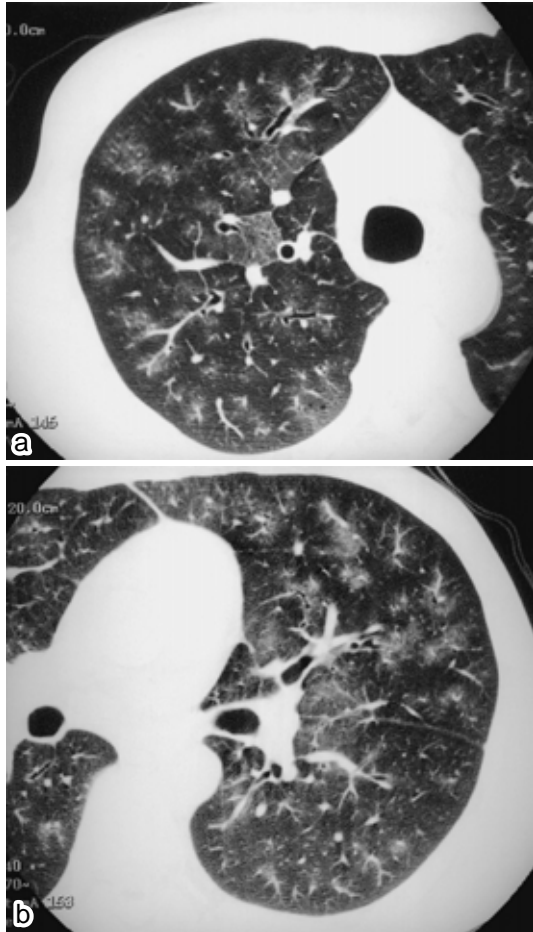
Chest HRCT on admission showing panlobular ground-glass attenuation in both lungs.
